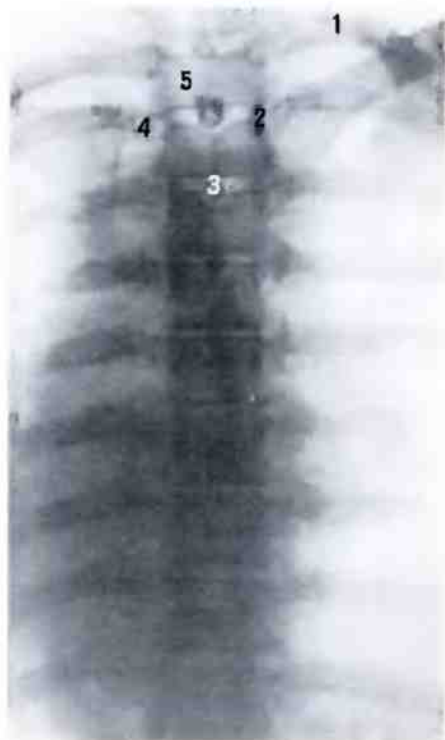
Грудная часть позвоночного столба; вид спереди (рентгенограмма). 1 — I ребро; 2 — реберная ямка; 3 — остистый отросток; 4 — поперечный отросток; 5 — тело I грудного позвонка.
